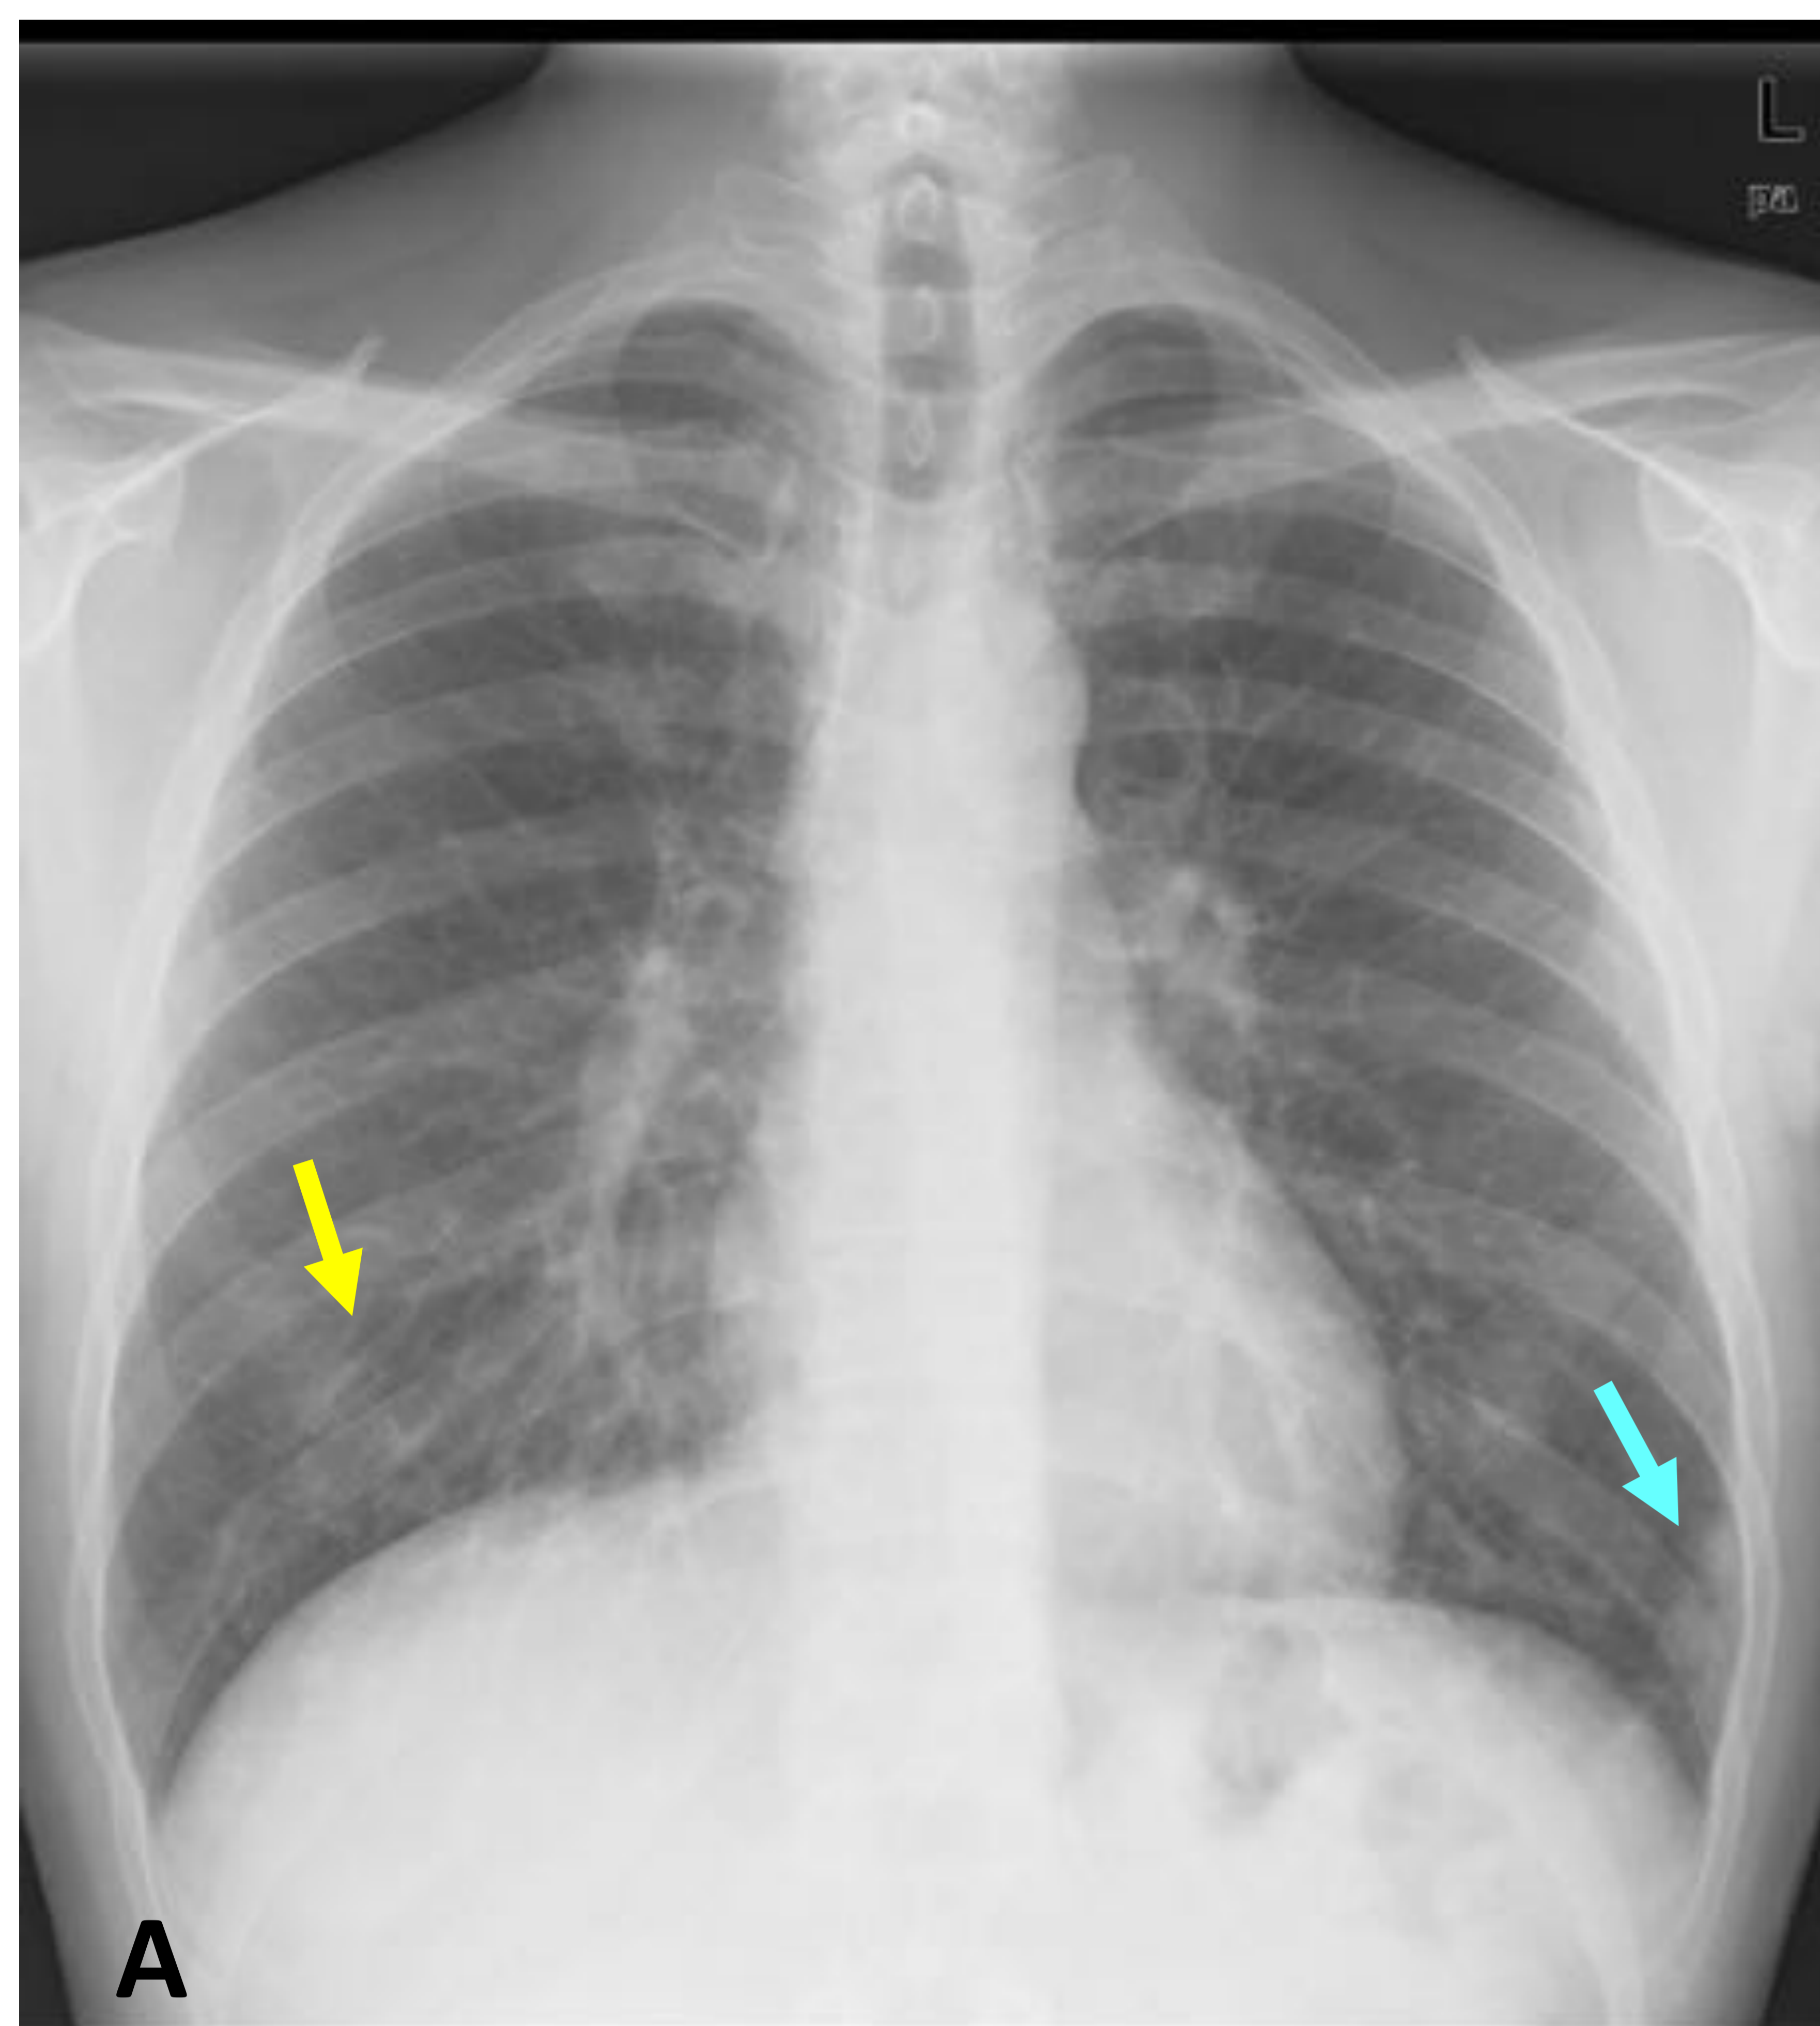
Sospecha de linfoma BALT tras linfoma de Hodgking previo. Varón de 30 años en seguimiento por EH en remisión, asintomático. A) Radiografía de tórax PA. B), C) y D) TC toracica ventana de pulmón coronales. Múltiples nódulos pulmonares bilaterales preferentemente subsólidos [flechas amarillas] y en menor número sólidos [flechas azules]. En Rx de tórax solo es visible alguno de los nódulos sólidos y se intuye alguno de los subsólidos. Aumento en numero y tamaño en controles con TC, se realizó biopsia sospecha de linfoma BALT.
